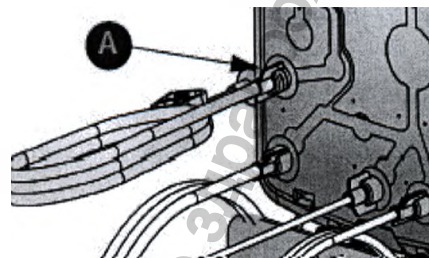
Инфузия VGPC/AIC: cassette EVA
